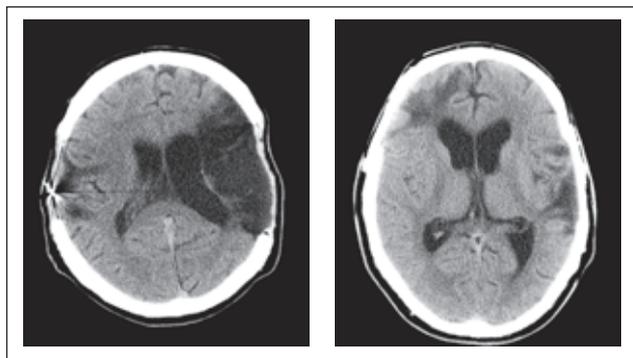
Компьютерная томография больных с посттравматическими кистозными образованиями головного мозга: а) одиночная посттравматическая киста в левом полушарии головного мозга; б) множественные посттравматические кисты головного мозга
